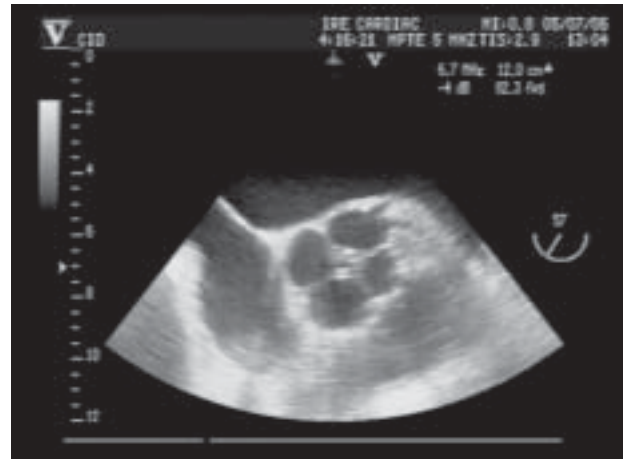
Ecocardiograma transesofágico. Válvula aórtica cuatricúspide en diástole. Se observa el origen directo desde el seno coronario de las arterias descendente anterior y circunfleja, sin tronco común.
